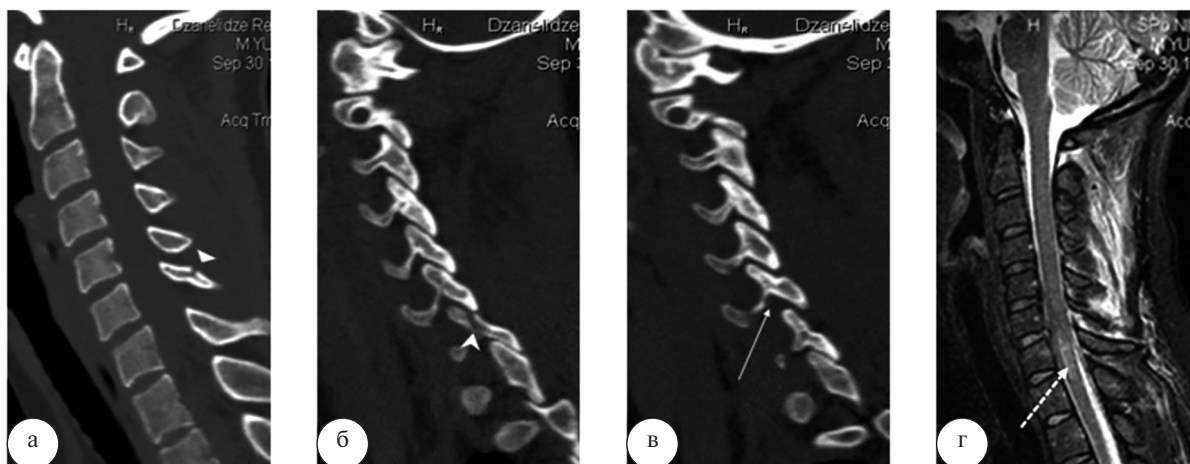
Пострадавшая У., 33 года. ЗПСМТ ШОП. Осложненный ротационно-флекссионный подвывих С6 слева с переломами дуг С6 и С7. Ушиб СМ. КТ ШОП в сагиттальной реконструкции (а, б, в). МРТ ШОП в сагиттальной (г – Stir ИП) проекции. Перелом остистого отростка С6 (▼). Перелом нижнего суставного отростка С7 (▲). Нарушение соотношения в левом межпозвоночном суставе С6–7 (†). Отек СМ (†)
